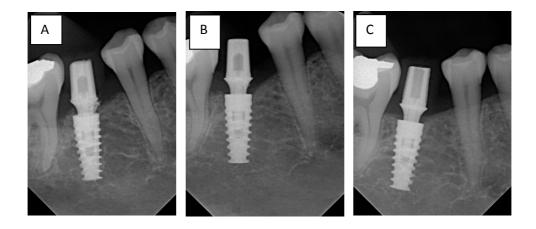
Radiografia periapical A. imediatamente após a instalação do implante. B. Após 2 meses. C. Após 1 ano
